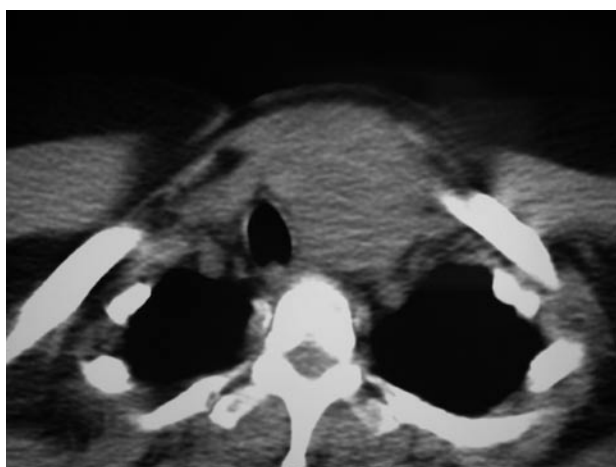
TAC cervical: Nódulo tiroideo de 5 cm de diámetro, que provoca crecimiento del lóbulo izquierdo y desplazamiento de la tráquea.
